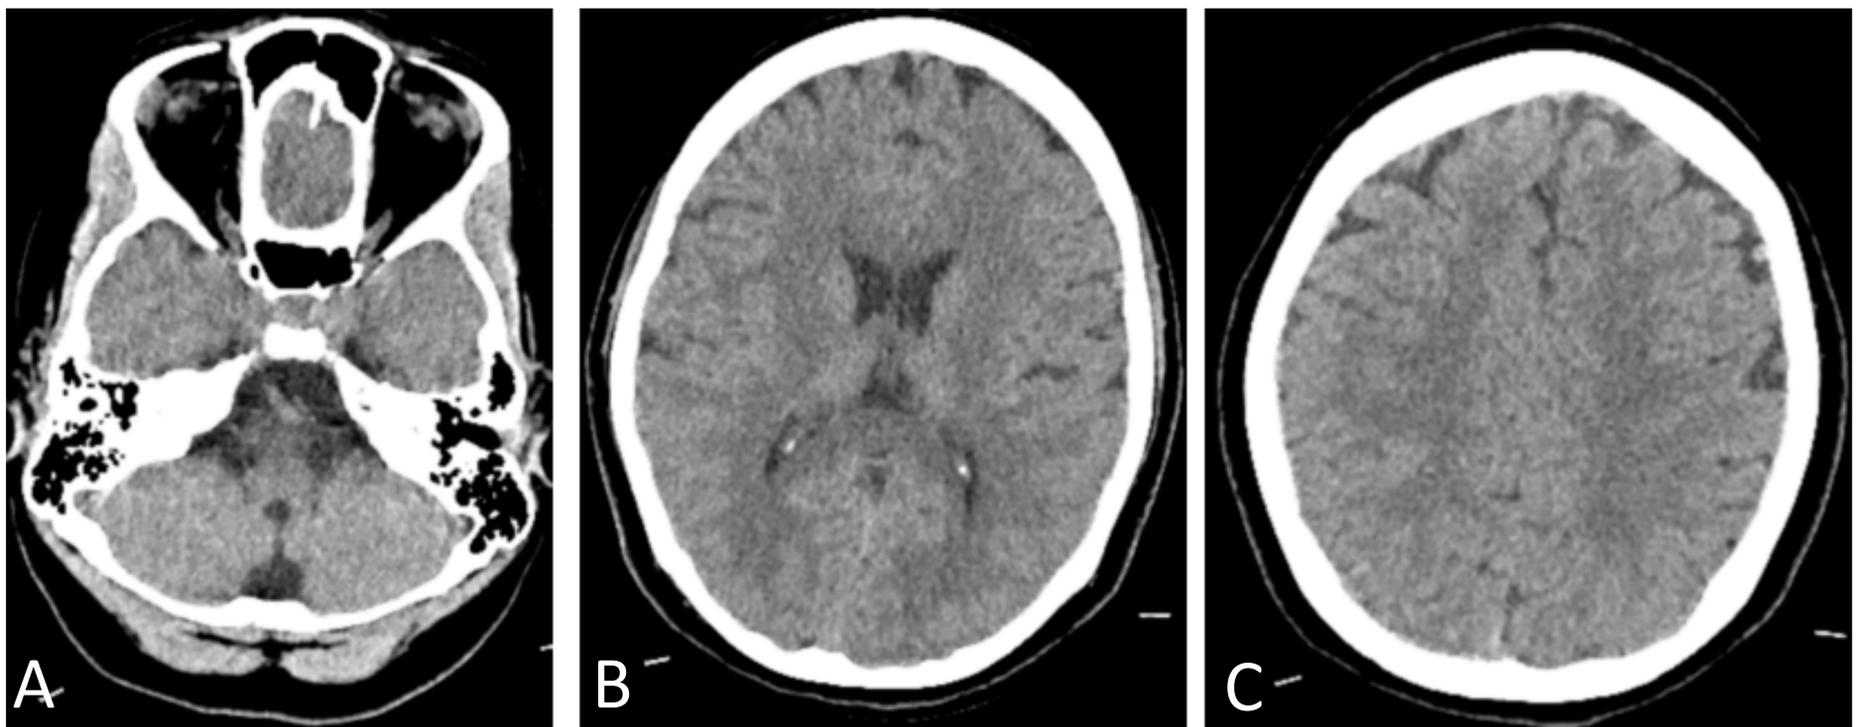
TC craneal normal.
